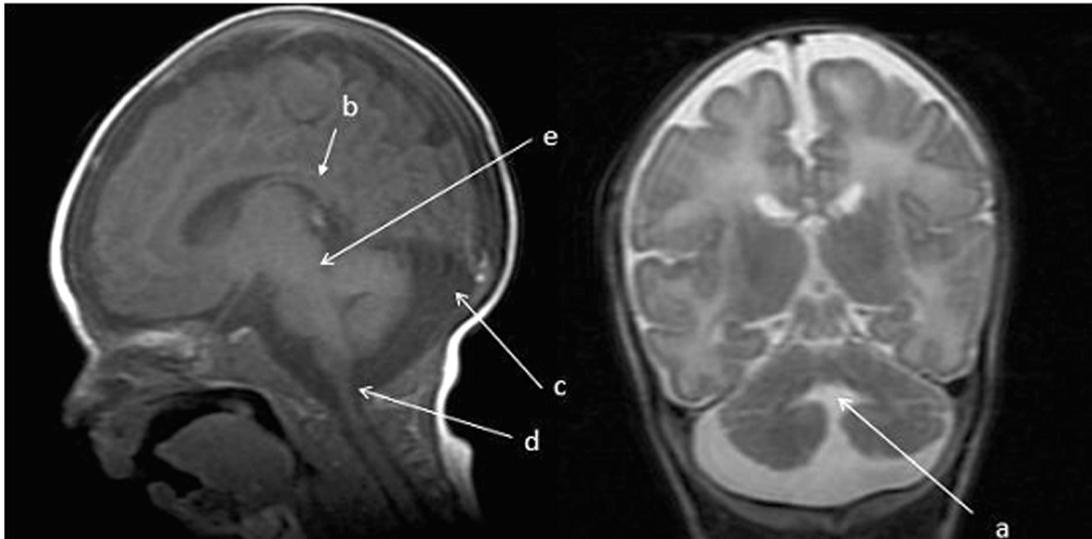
Imagens da ressonância nuclear magnética, evidenciando exagero das proporções do espaço subaracnóideo e desproporção entre as substâncias encefálicas branca e cinzenta. Hipoplasia dos hemisférios cerebelares e do vermis cerebelar (a). Leve dilatação dos cornos temporais dos ventrículos laterais (b). Fossa posterior aumentada com significativo alargamento da cisterna magna (c), a qual apresenta pequena comunicação com o quarto ventrículo através do forâmen de Magendie (d). Atresia das aberturas laterais do quarto ventrículo (e).
